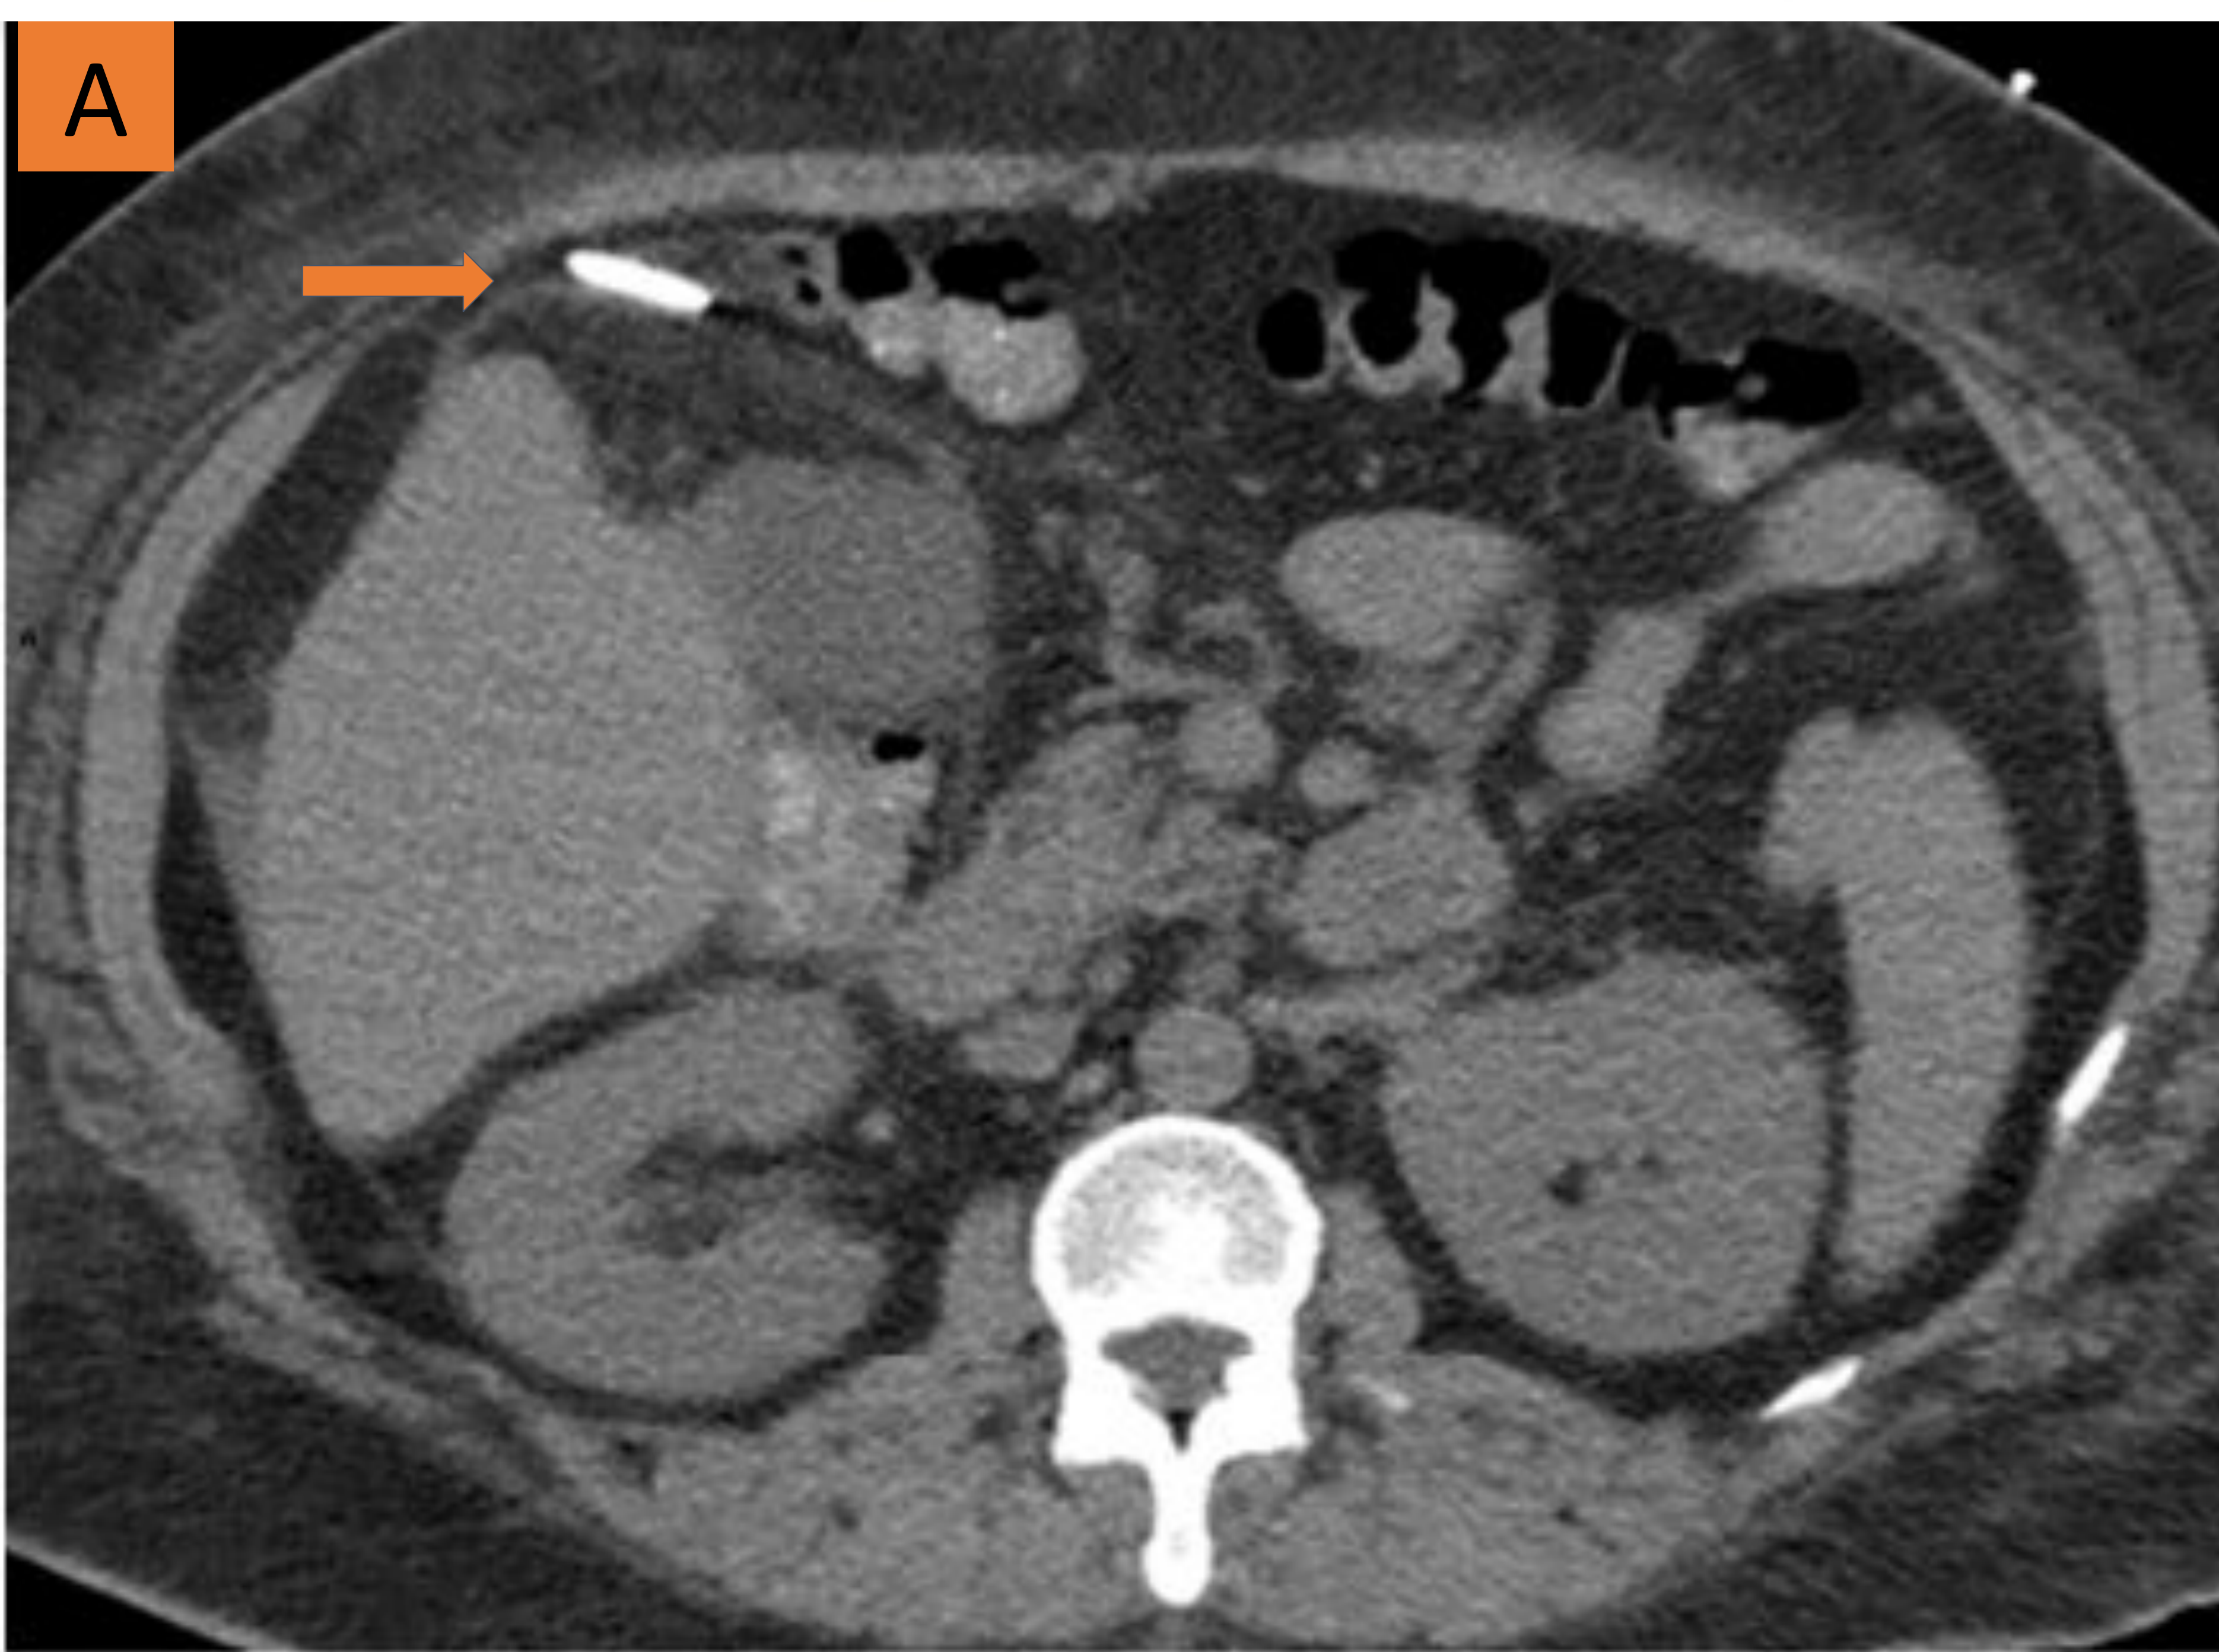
TC abdominal y colecistogramas percutáneos que revelan complicaciones tras la colocación de un tubo de CP en distintos pacientes. En la imagen A se aprecia desprendimiento del catéter fuera de la vesícula biliar (flecha), en la imagen B hemorragia en la vesícula biliar (flecha), en la imagen C fuga biliar intraperitoneal (flecha) y en la imagen D fuga biliar pericolecística (flecha).
